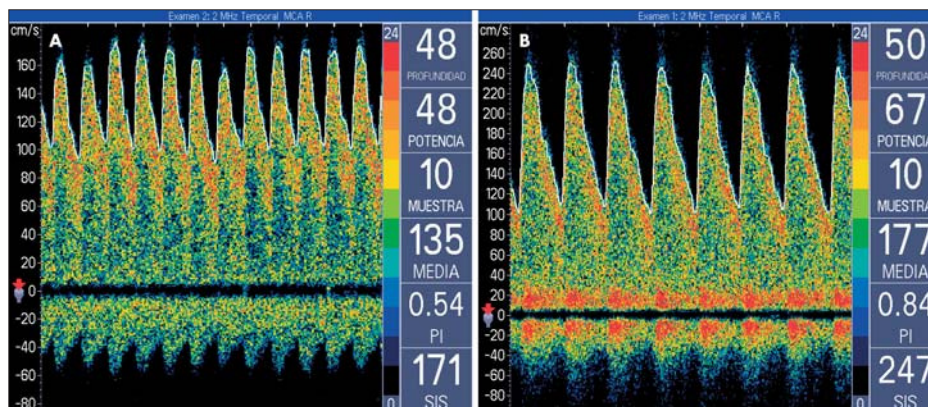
Incremento de la velocidad media en la arteria cerebral media (obsérvese que las figuras presentan distintas escalas). Esto puede deberse a incremento global del flujo sanguíneo cerebral (A) o a estenosis en el vaso insonado (B). La figura A corresponde a un patrón de hiperemia en la evolución de un niño de 9 meses con traumatismo craneoencefálico grave, y la B corresponde a un sonograma de la arteria cerebral media de un paciente de 5 años diagnosticado de anemia falciforme obtenida en el curso de una exploración habitual. Implica un grado de estenosis moderado.
